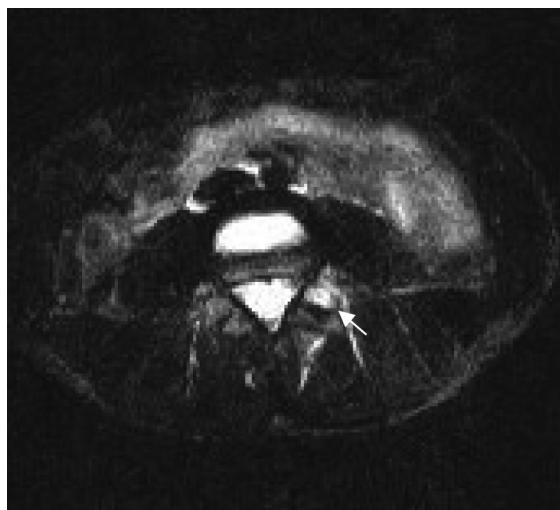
MRI STIR 像 (13 歳, 男性)
